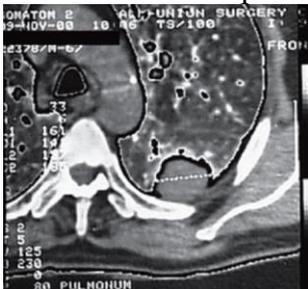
КТ легкого того же больного
